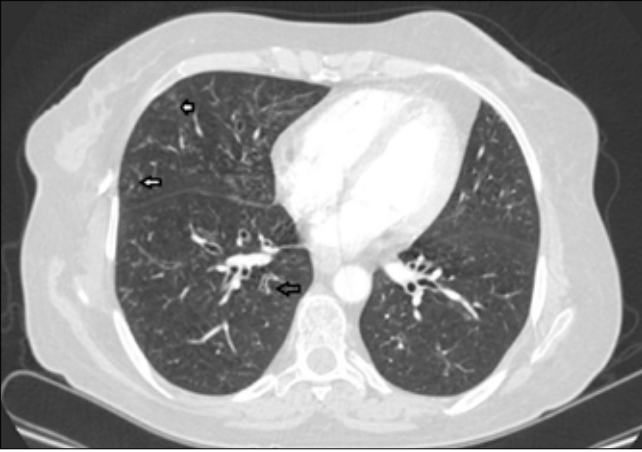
Hiler düzeyden geçen parankim penceresinde toraks BT kesitinde hafif bronş duvar kalınlaşmaları izlenmektedir (oklar). Ayrıca bilateral akciğerde hafif amfizematöz görünüm de dikkati çekmektedir
